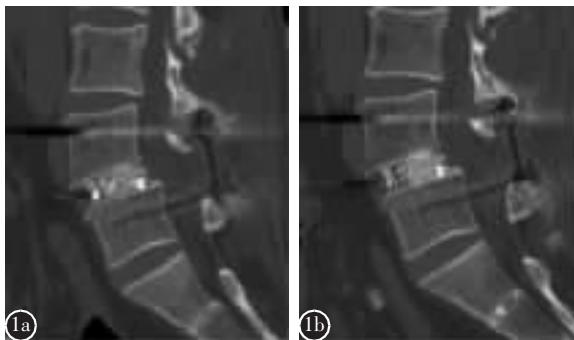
男,62岁,肌间隙入路组 a 术后5d CT示L4/5椎间未融合 b 术后15个月随访,CT示L4/5椎间连续性骨小梁通过,已骨性融合
